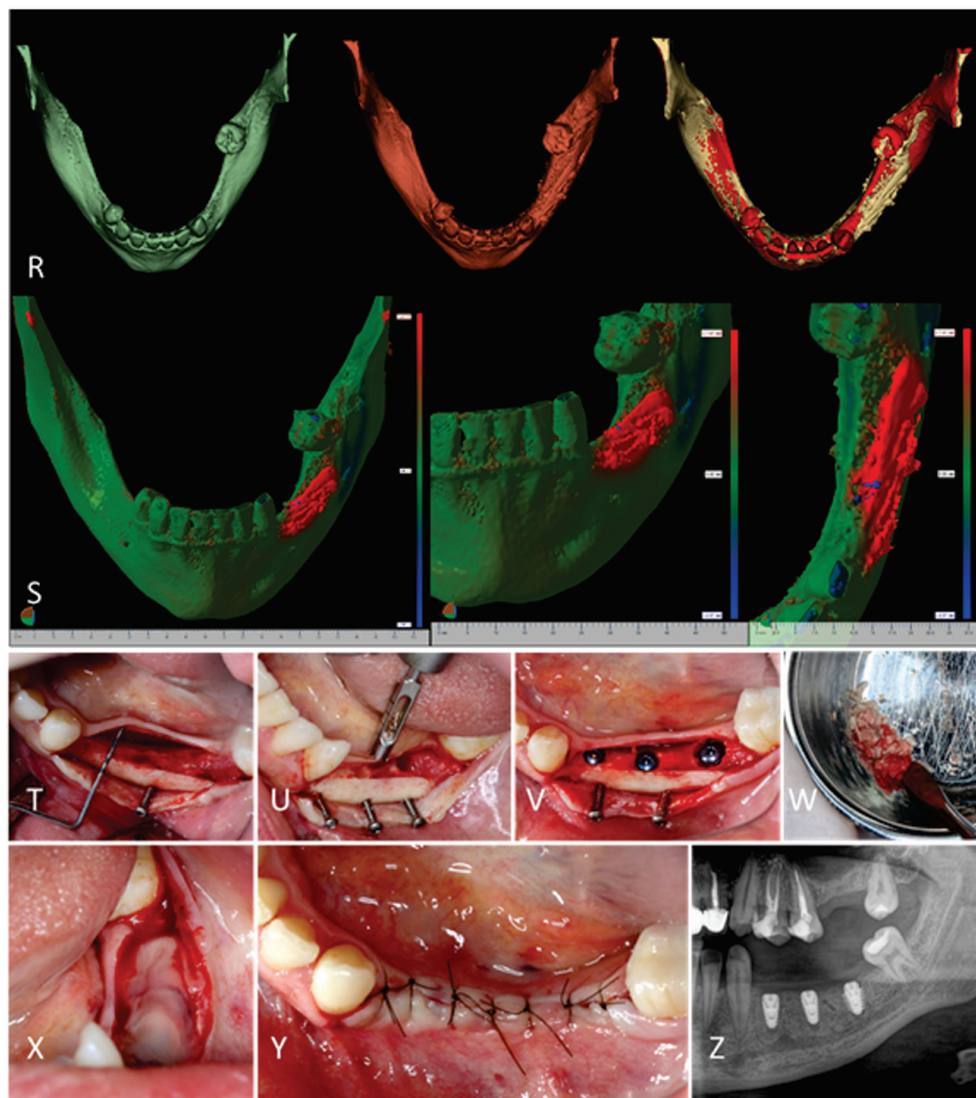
(continuare): R) Studiarea modificărilor volumetrice tridimensionale în baza datelor DICOM a CBCT prin suprapunerea rezultatelor pre și post operator (verde - model preoperator, maro - model postoperator, galben/roșu - suprapunerea modelelor pre- și postoperator); S) Creșterea volumului osos al crestei alveolare, apreciată obiectiv în baza analizei cromatografice a schimbărilor volumetrice a modelelor studiate; T) Imagine endoorală la etapa de deschidere și decolare a lamboului mucoperiostal - măsurări ale volumului de os obținut; U) Prelevarea biotatului din regeneratul osos obținut, de la nivelul neoalveolelor; V) Aspect după inserarea implantelor; W) Rumeguș de os obținut la forarea neoalveolelor; X) Acoperirea cu membrane A-PRE; Y) Plaga suturată; Z) Secvență OPG postimplantară.
